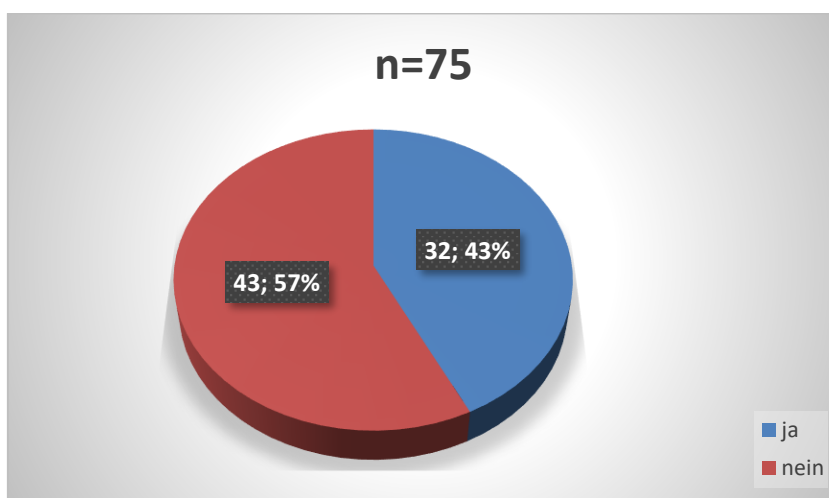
Darstellung der Fälle hinsichtlich einer Computertomographie
